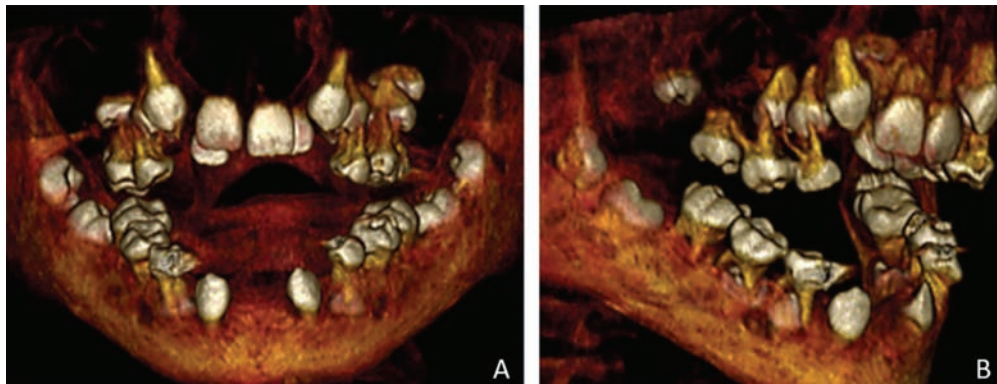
Tomografia realizada quando o paciente tinha 18 anos. Padrão anterior A) e lateral direito B).
